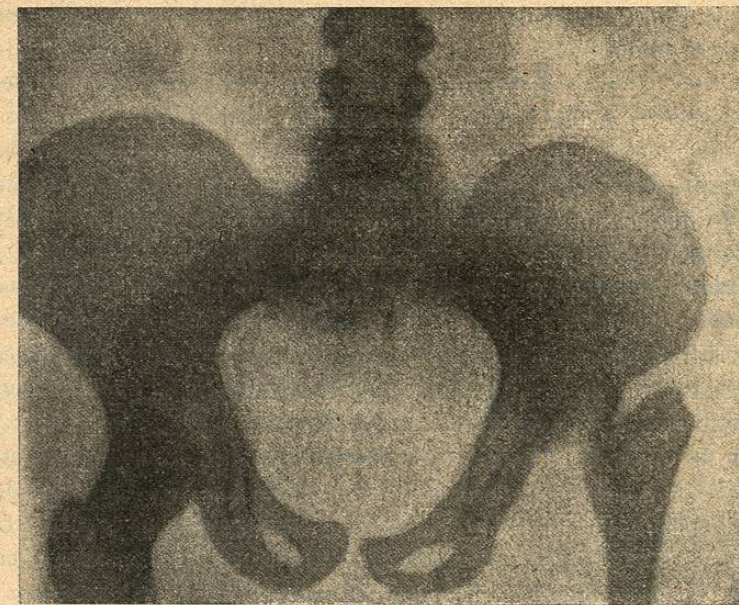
Radiografía de la pelvis
